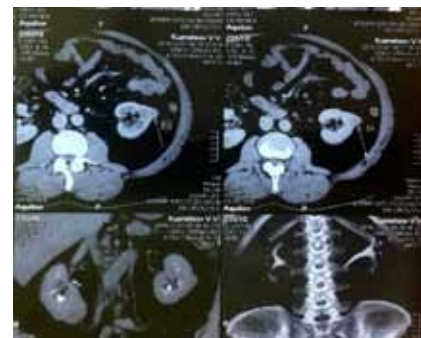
КТ в диагностике опухолей почек
